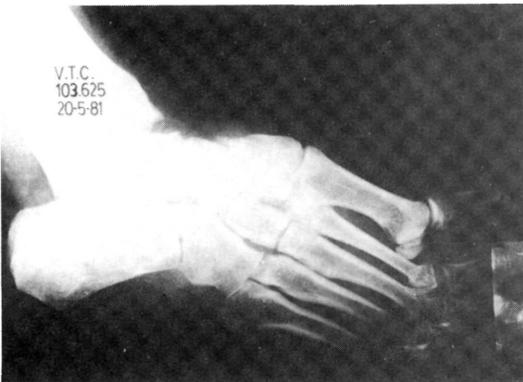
Radiografía oblicua de una fractura-luxación de Lisfranc parcial columnar.
